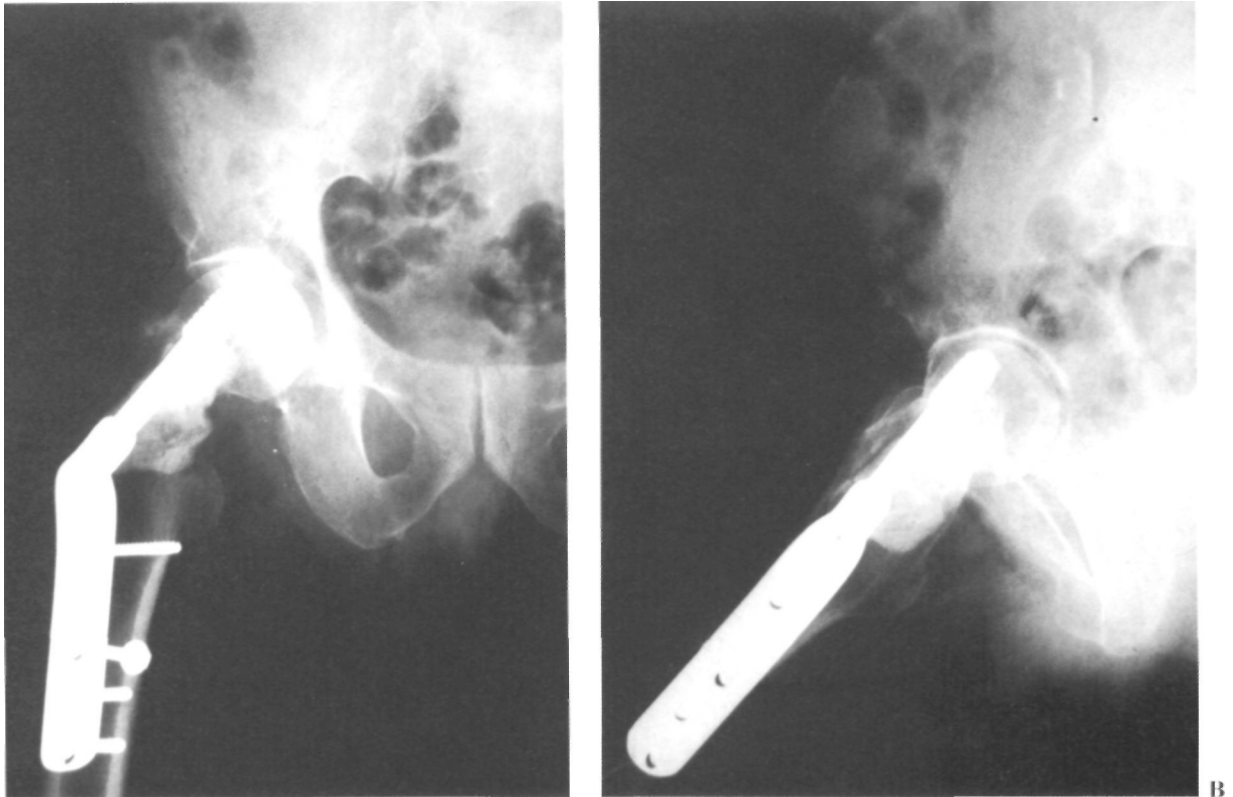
Paciente de 74 años con fractura patológica basicervical. Las radiografías AP (A) y Axial (B), a los 14 meses de la intervención demuestran la estabilidad de la fijación interna mediante tornillo placa de compresión y cemento. El paciente recibió también radioterapia en el postoperatorio.
